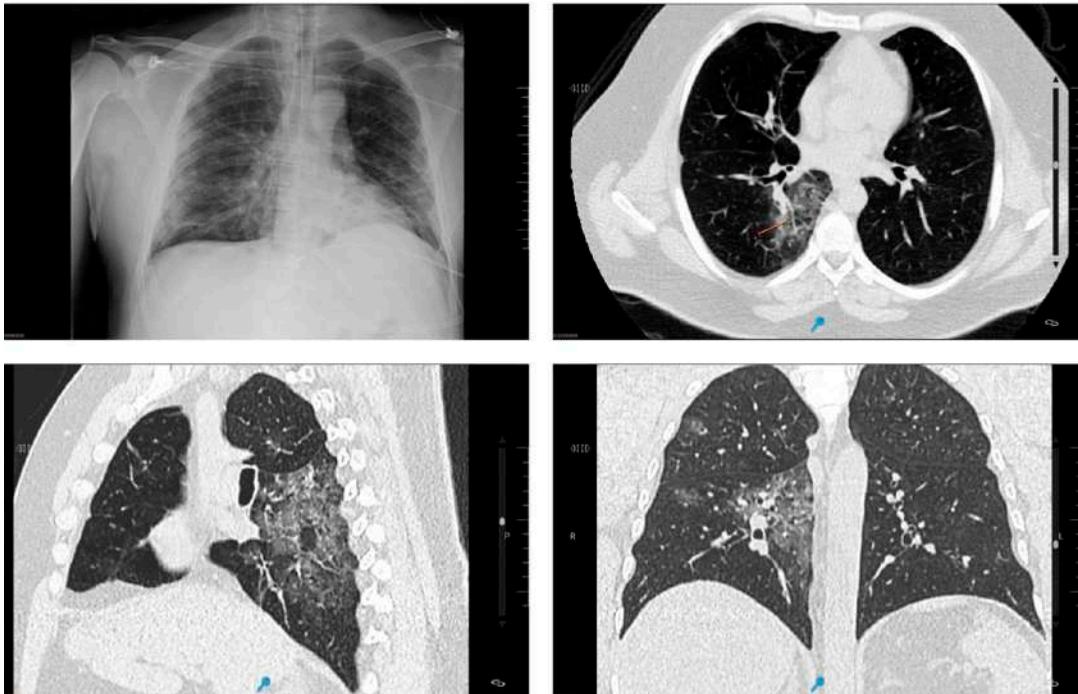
Radiografía y tomografía de tórax al ingreso.
